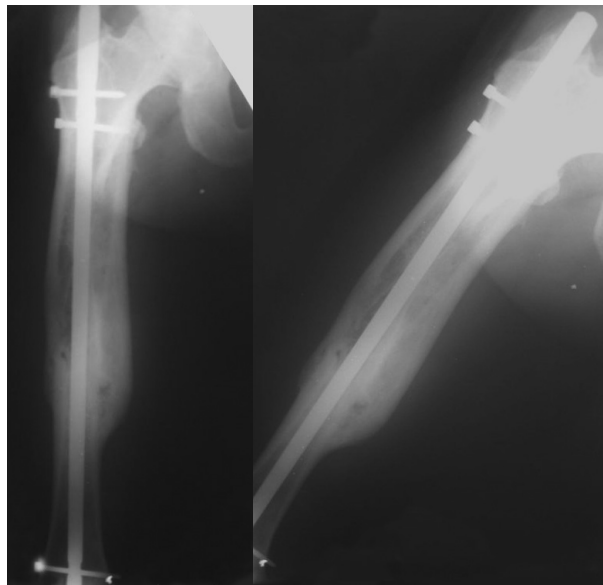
Пацієнт М. Контрольна рентгенограма через 15 місяців з моменту втручання.
